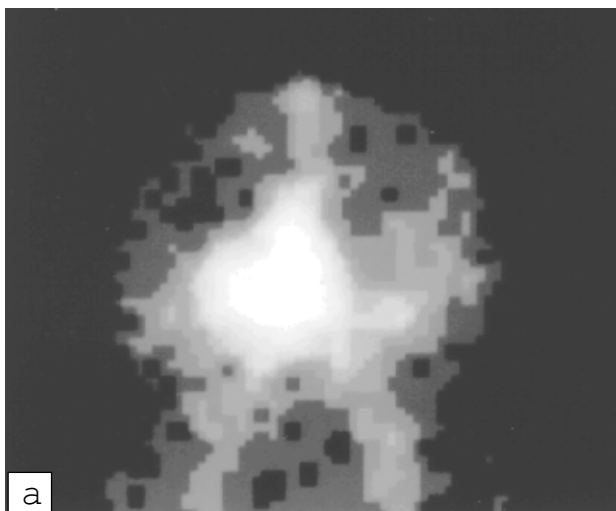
Енцефалоангіосцинтиграма хворого Х.: а – до операції. В передній проекції – осередок АВМ у правій лобно-медіальній ділянці; б – після операції. Видно функціонуючу АВМ (показана стрілкою)
